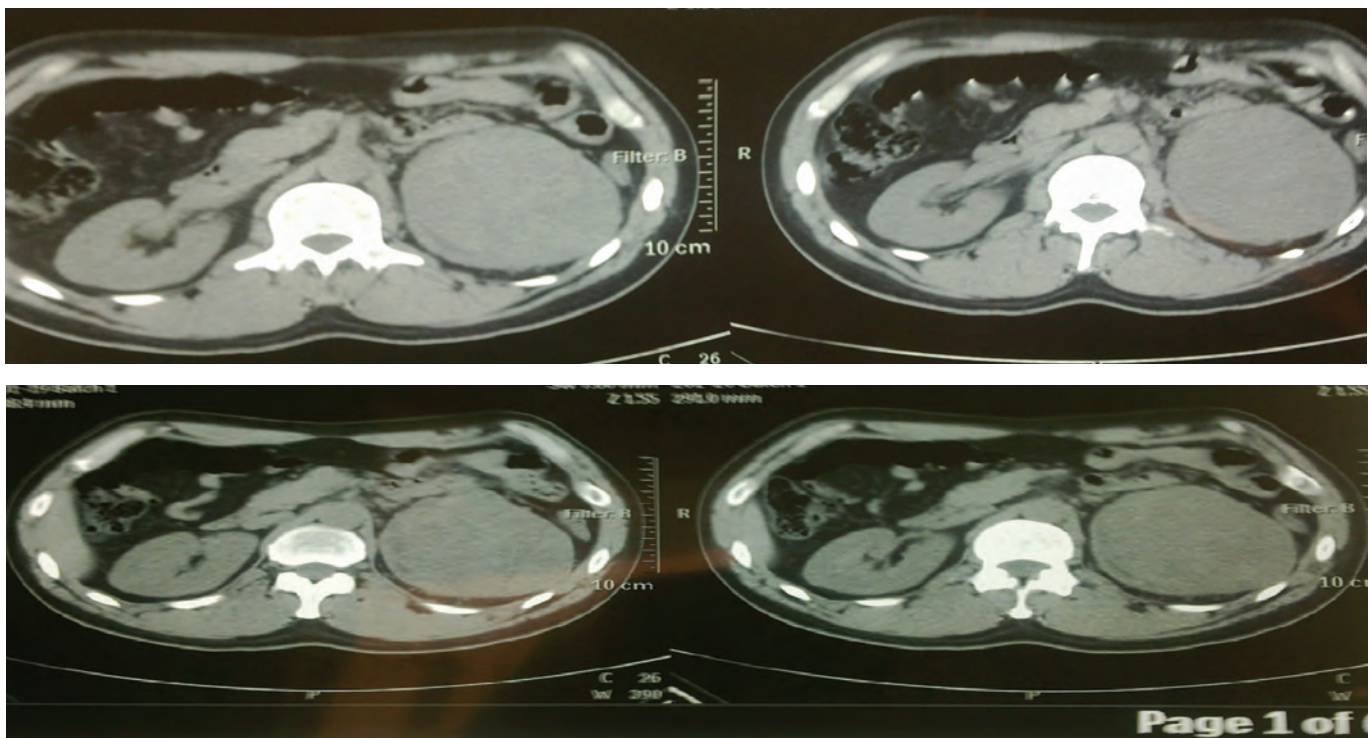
CT scan of the abdomen showing a huge tumor involving the left kidney.
